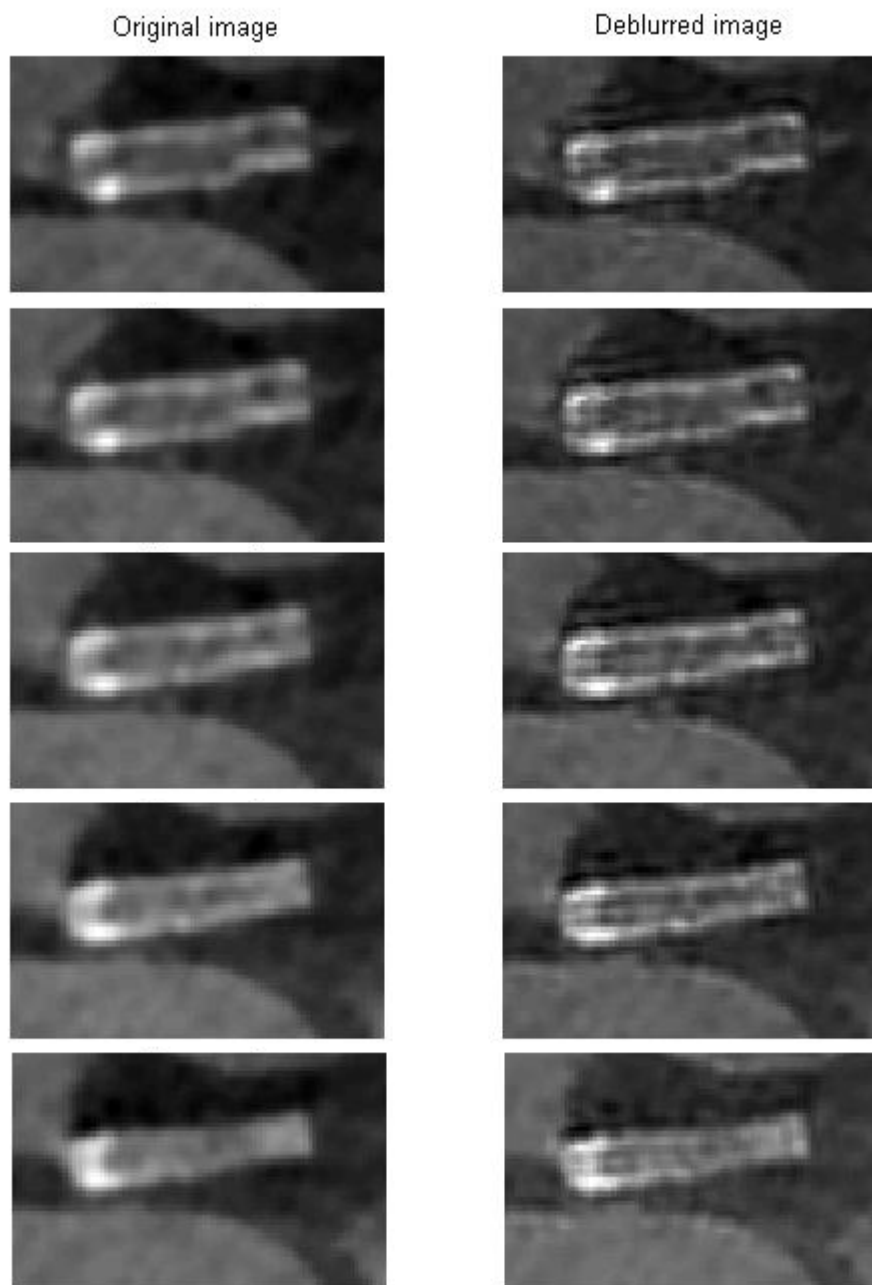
Imágenes de TC del corazón ampliadas mostrando la cánula. Izquierda: Imágenes originales. Derecha: Imágenes deconvolucionadas.
